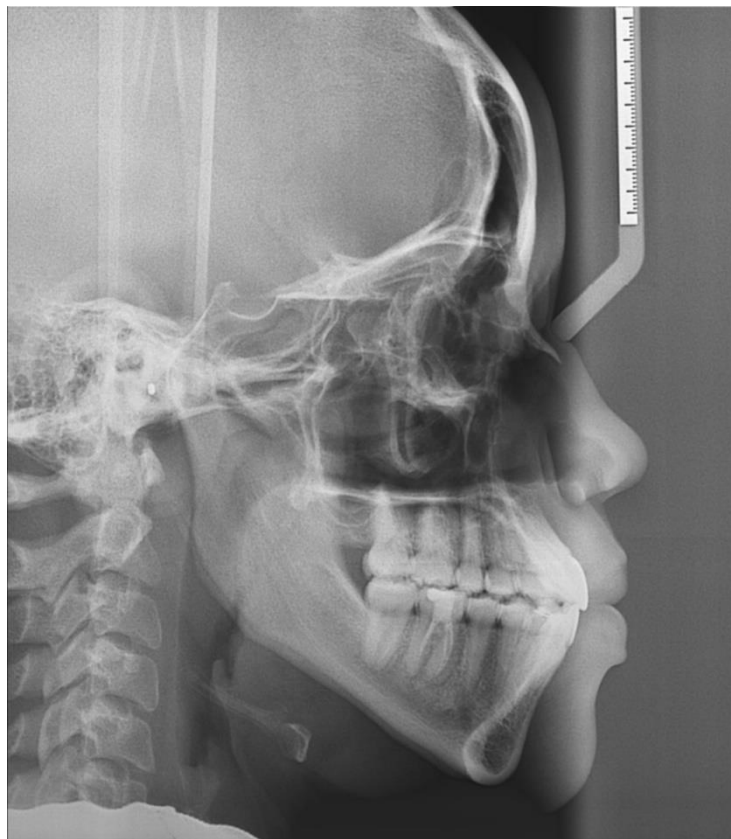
Telerradiografia lateral final ao tratamento ortodôntico.
